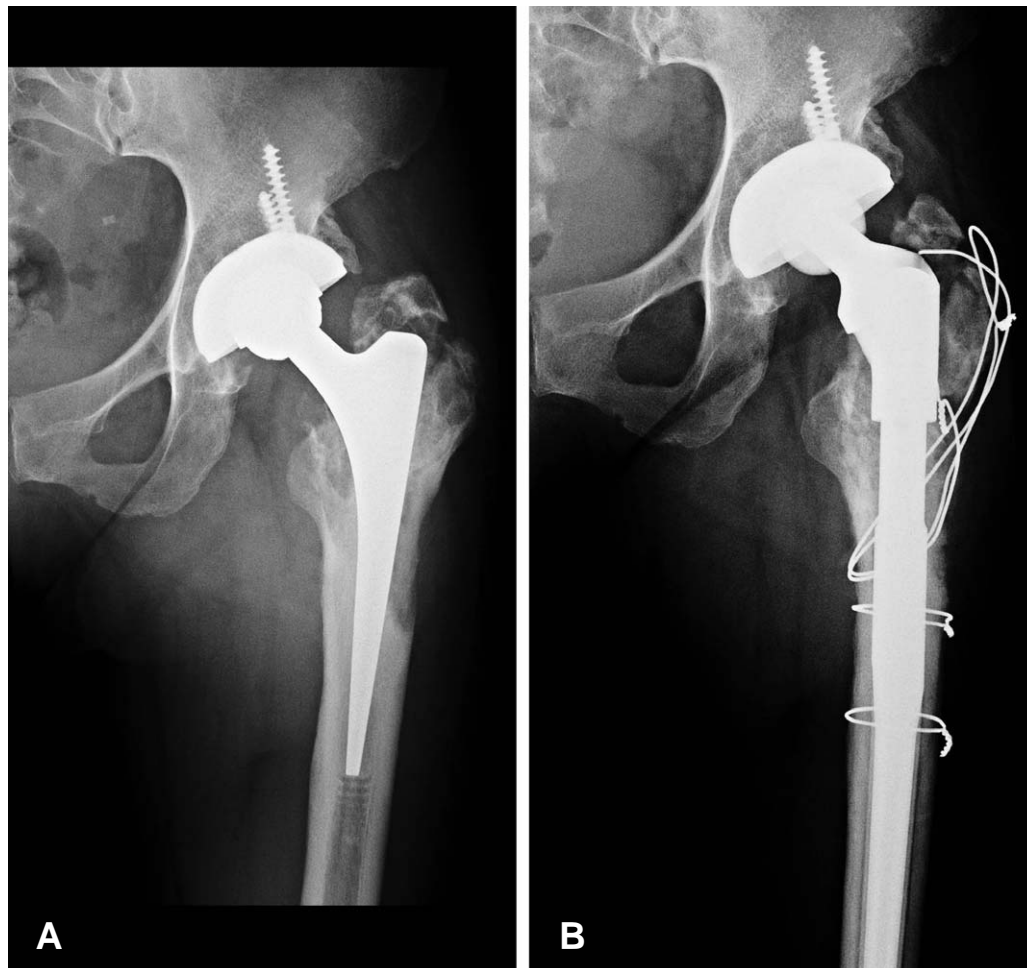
A 46 year-old woman who had received a hybrid metal on metal total hip arthroplasty for osteoarthritis. (A) Preoperative radiographs presented a focal osteolysis at zone 6, 7 and, bony ingrowth of cementless acetabular cup and a fracture of greater trochanter, 5.4 years after a primary THA. The patient had revision of femoral component with Link MP stem (B) Last follow-up radiographs shows well fixed femoral component and no more displaced greater trochanter in spite of broken wires.
